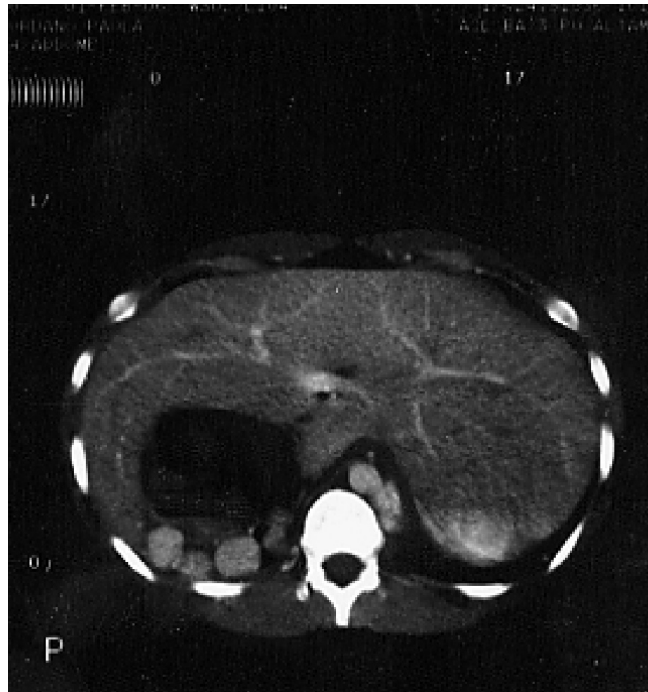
Scansione TAC: si evidenzia polisplenia in ipocondrio dx, fegato mediano e stomaco invertito.
